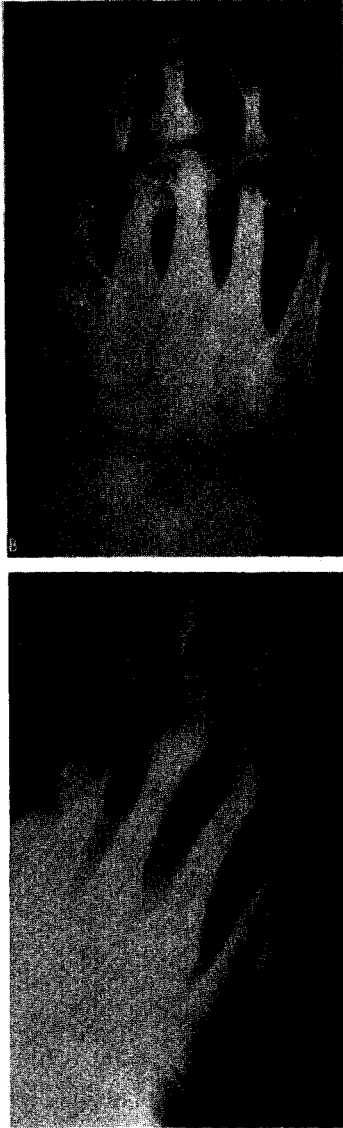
(A) Radiograph of severe infection after bunion surgery, with loss of the first and second metatarsal heads and necks. There is severe pain under the remaining metatarsal heads and medial deviation of the toes. (B) Resection of the remaining metatarsal heads and necks produced a plantigrade, balanced foot.
